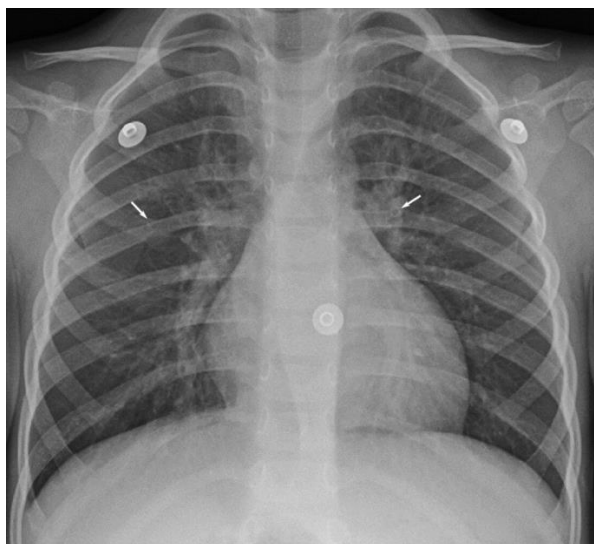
Рентгенологічні прояви гострого бронхіту простого
